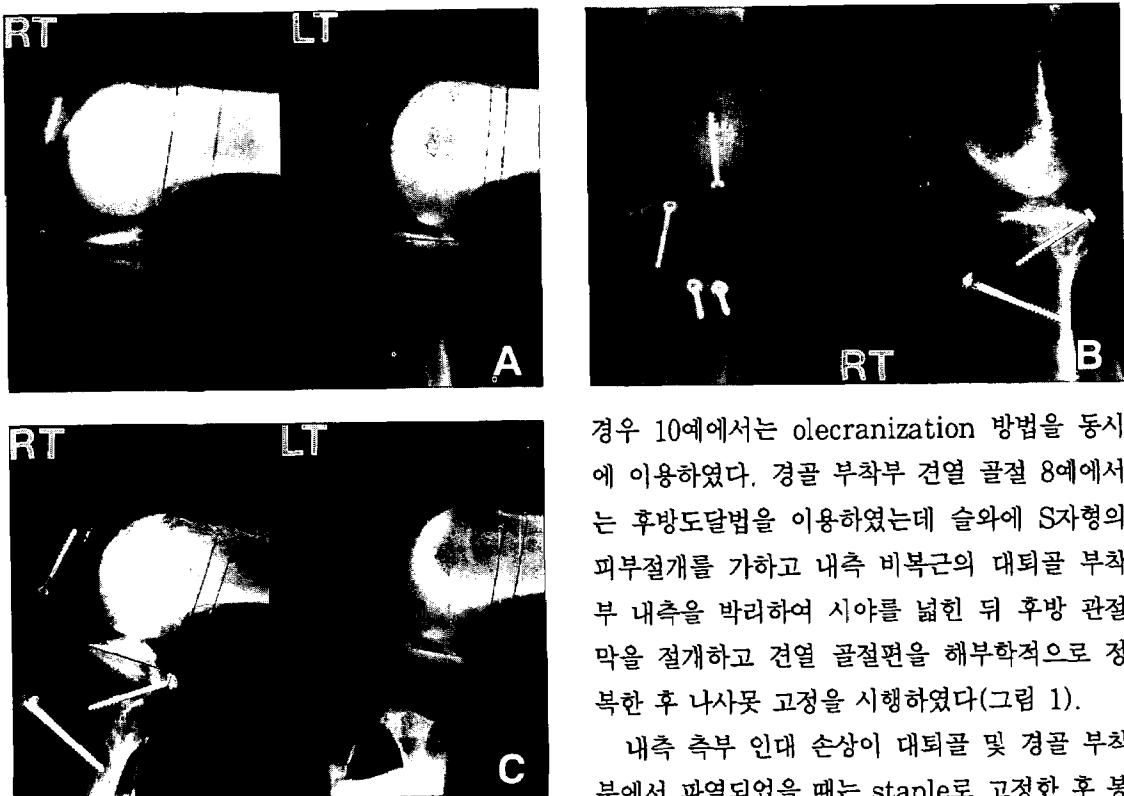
Preoperative and postoperative roentgenogram.
